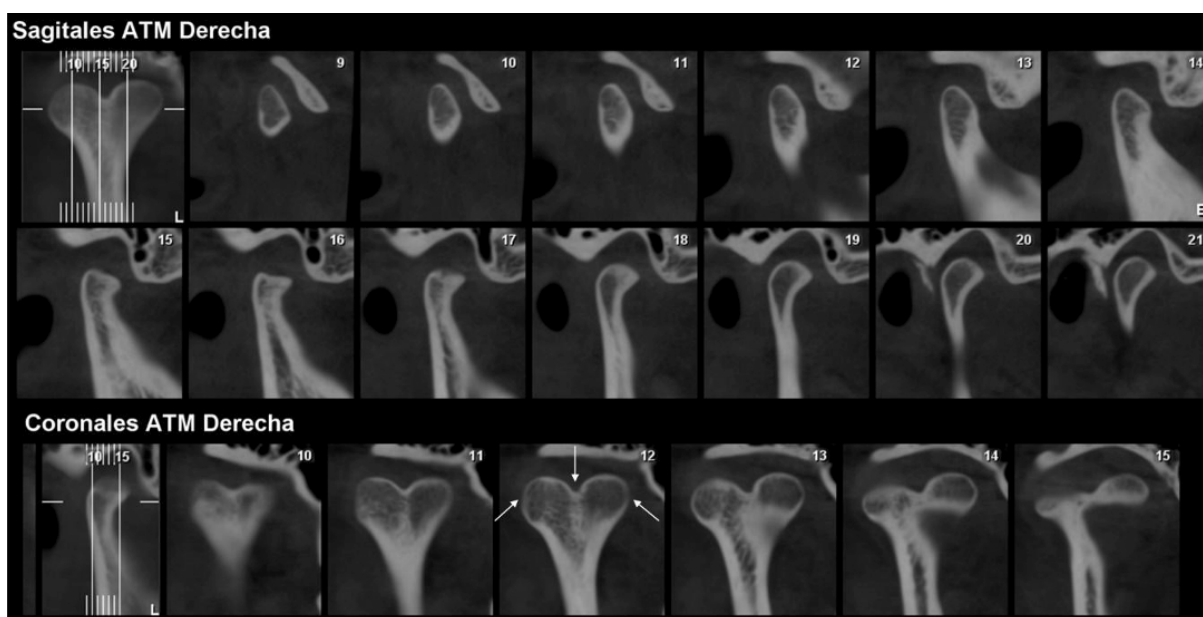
Cortes sagitales y coronales de CBCT de ATM derecha. En los cortes 15, 16 y 17 se observa la vista sagital del surco central de la anatomía asociada al CMB. En todos los cortes coronales se aprecia el surco central que genera dos cabezas condilares, medial y lateral respectivamente, más notoriamente en el corte 12 (indicado con las flechas).
